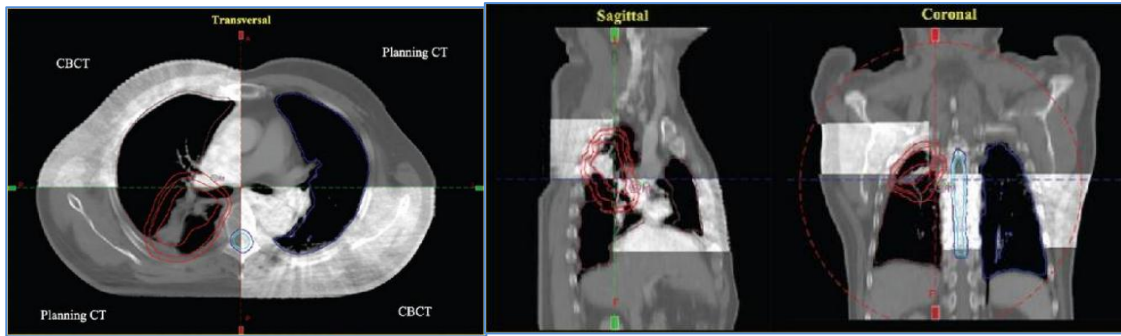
Une image montrant la Tomographie Cone Beam (CBCT) avec la Tomographie Computerisée de Planification (Planing CT). [16]
